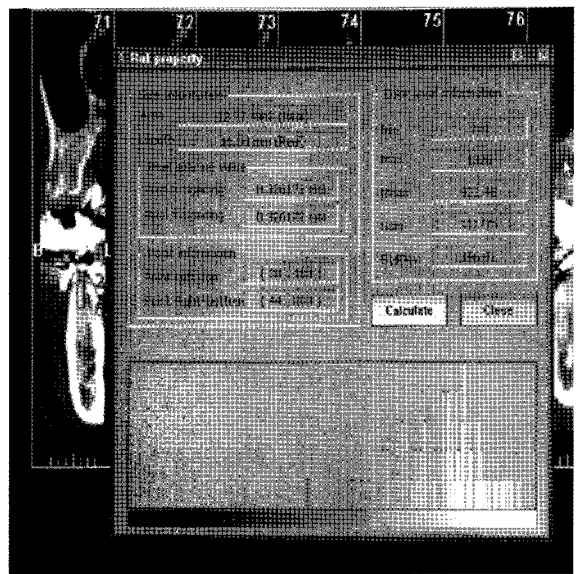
Image of transaxial cut of CT designated mandibular implant site. The hounsfield unit measurement feature of CT was utilized to evaluate the bone density.
